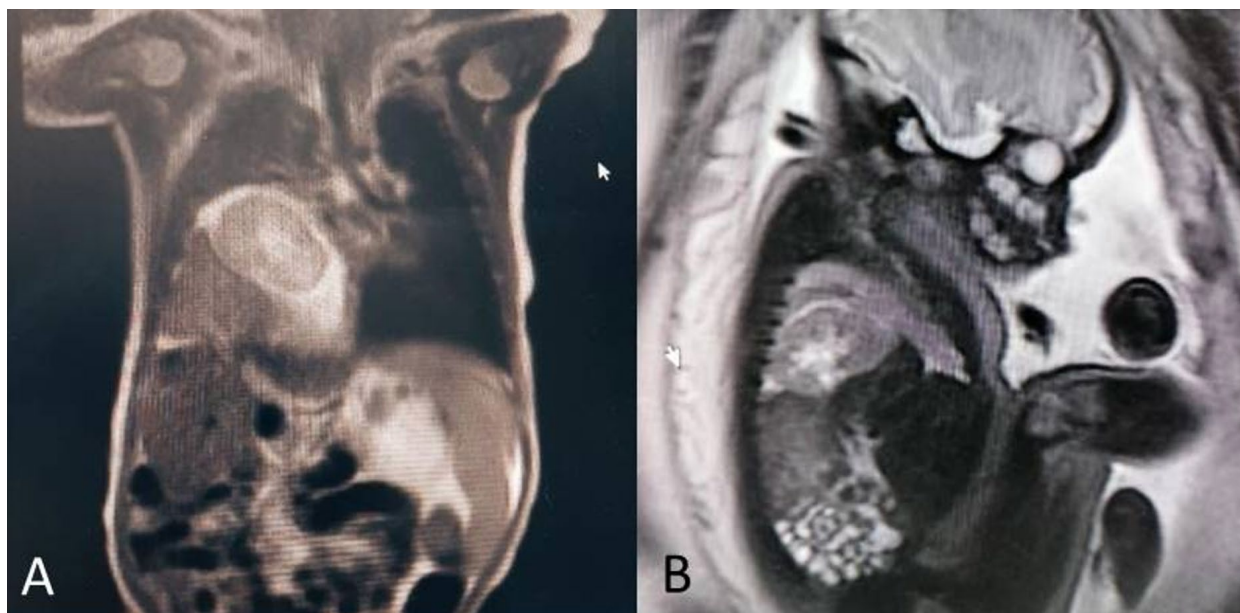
Imágenes de resonancia magnética fetal realizada a las 28 semanas.
